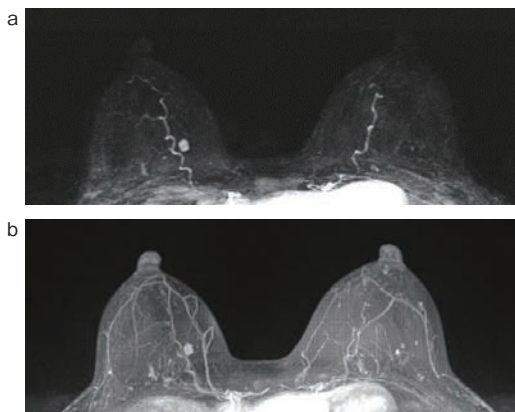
Ultrafast DCE MRIの10相目 (造影剤投与後約25秒) (a) およびダイナミック早期相 (造影剤投与後1~2分) (b) の水平断MIP画像
